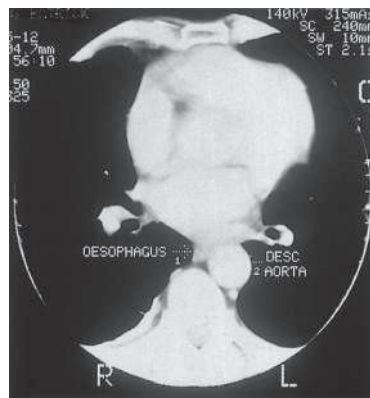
Компьютерная томограмма грудной клетки на уровне левого предсердия. Видно взаимное расположение пищевода, аорты и структур сердца: 1 — правое предсердие; 2 — отверстие левого желудочка; 3 — левое предсердие; 4 — пищевод; 5 — нисходящая часть аорты
